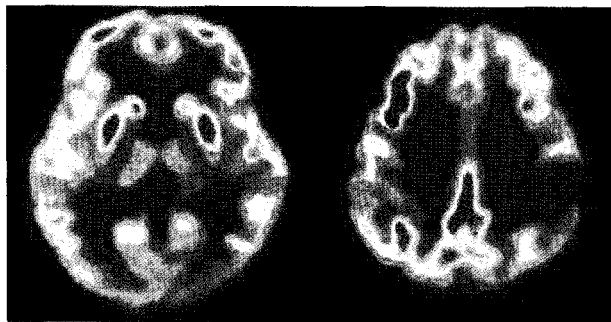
Four months after the initial PET scan, follow-up F-18 FDG PET was performed and it shows normalization of regional glucose metabolism of bilateral basal ganglia and primary motor cortex. Note that regional glucose metabolism of right superior parietal cortex is irreversibly decreased.
